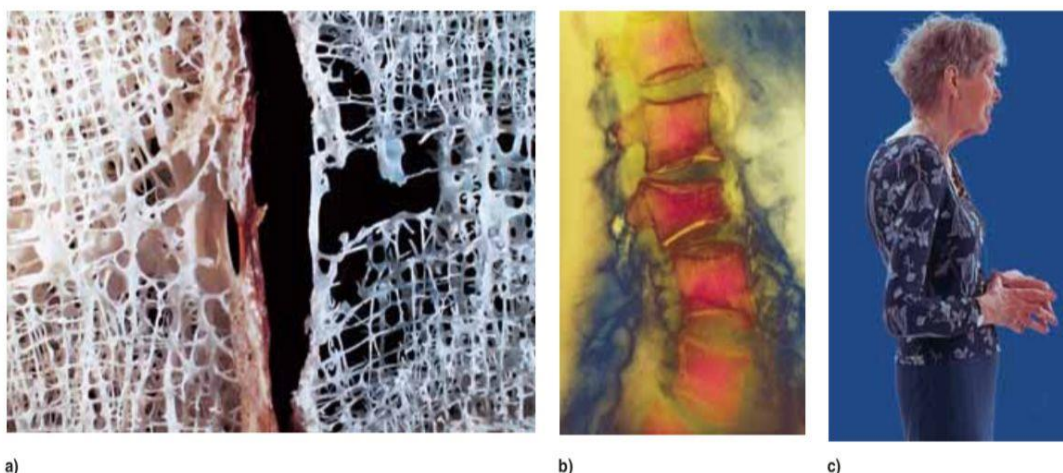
Osteoporosis de la espina dorsal. a) Hueso esponjoso en el cuerpo de una vértebra en una persona sana (izquierda) y una con osteoporosis (derecha). b) Radiografía coloreada de las vértebras lumbares dañadas por osteoporosis. c) Curvatura anormal de la espina torácica (cifosis) debida a compresión de las vértebras torácicas debido a la osteoporosis.
